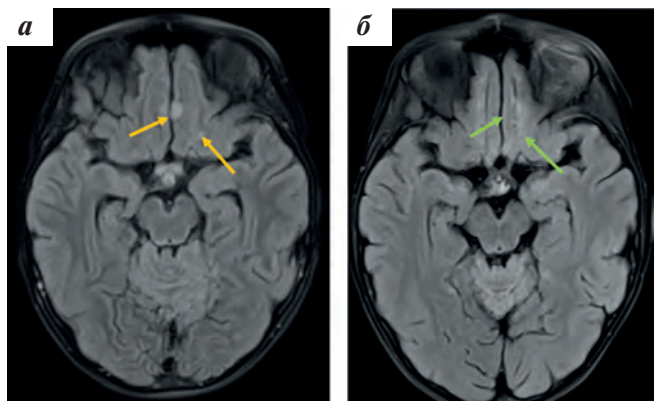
МРТ в последовательности T2 FLAIR в аксиальной проекции: а — очаговые изменения в коре и юкстакортикально в левой лобной доле (оранжевые стрелки); б — через 1 мес после окончания программного лечения очаговые изменения в коре и юкстакортикально не определяются (зеленые стрелки)
